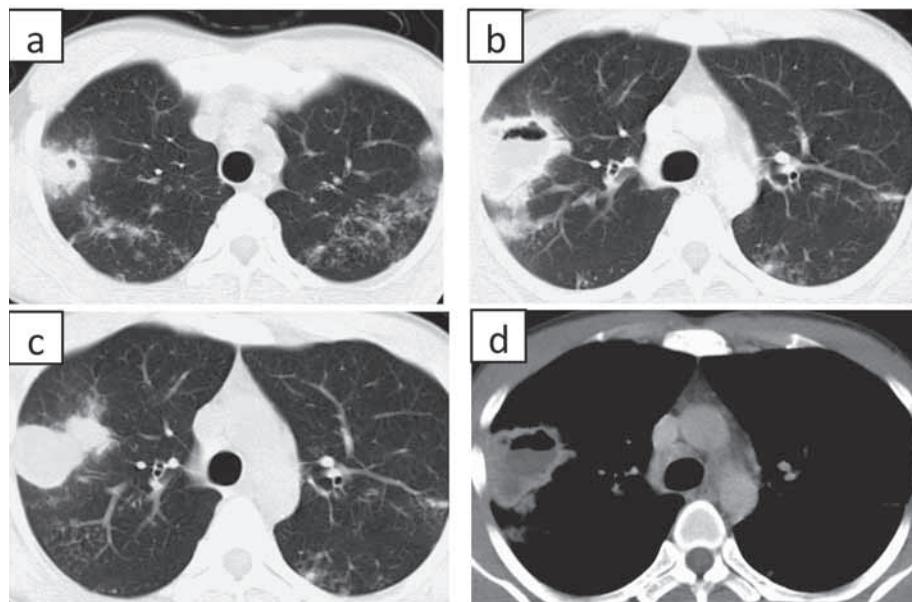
Chest CT findings on the 15th day (a, b) and on the 30th day (c, d) after initiation of anti-tuberculosis treatment
